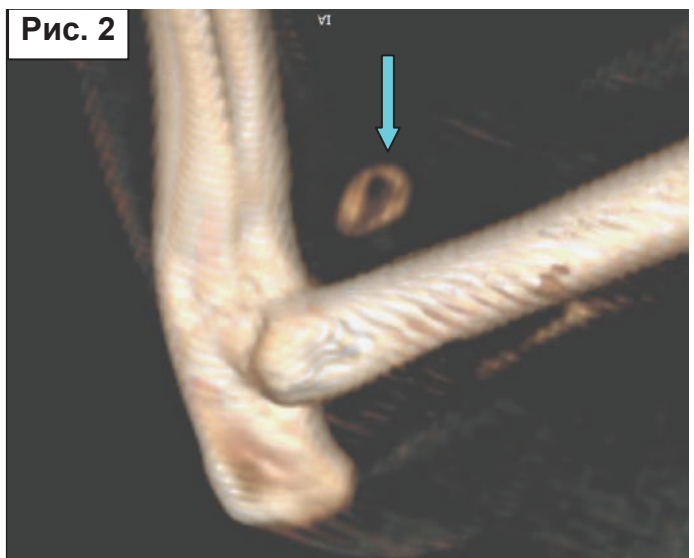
Гетеротопічний осифікат (позначено стрілкою) суглобової капсули по передній поверхні ліктьового суглоба. КТ-реконструкція суглоба кроля № 9
